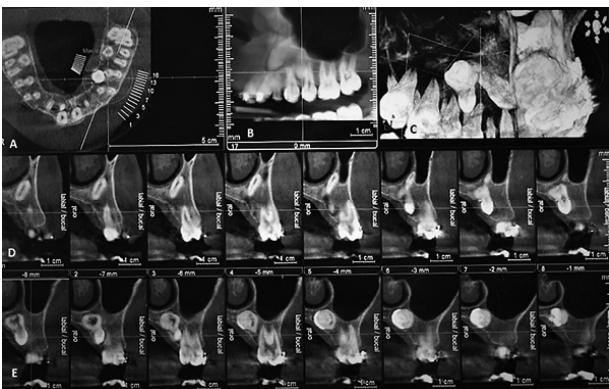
Exame tomográfico (Cone Beam). A: Corte axial em região de supranumerário; B e C: Corte parassagital em região de supranumerário evidenciando relação entre o supranumerário, canino e seio maxilar; D: Corte coronal evidenciando proximidade de canino incluído com seio maxilar e assoalho da cavidade nasal; E: Corte coronal evidenciando proximidade do supranumerário com o seio maxilar a assoalho da cavidade nasal.
